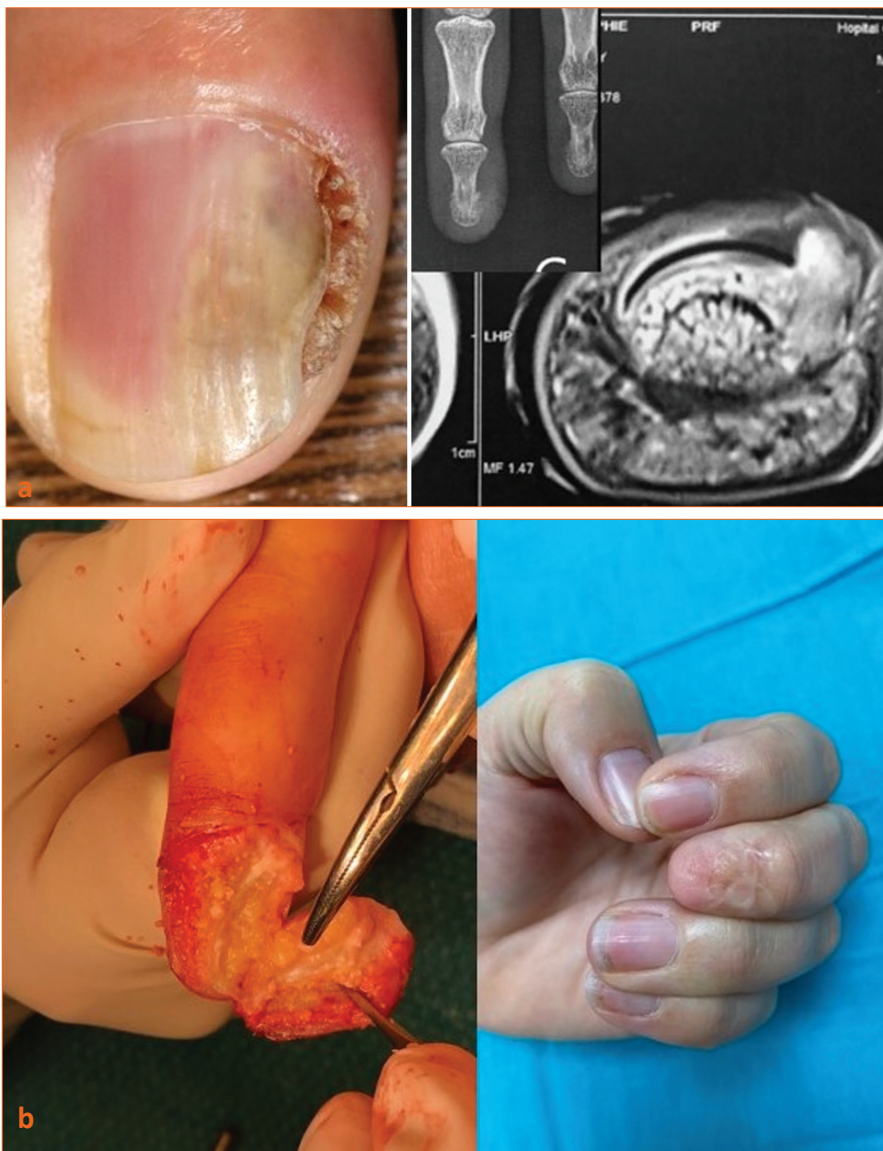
(a) Carcinome épidermoïde invasif de P3. Cartographie (« mapping ») IRM préopératoire. (IRM Cochin — Pr Drapé). (b) Décision d'amputation latérale trans P3 et d'exérèse d'appareil unguéal, monobloc au large de la tumeur et illusion d'ongle. Le traitement conservateur de la pulpe a été rendu possible par l'imagerie de haute résolution, la fonction est excellente.
